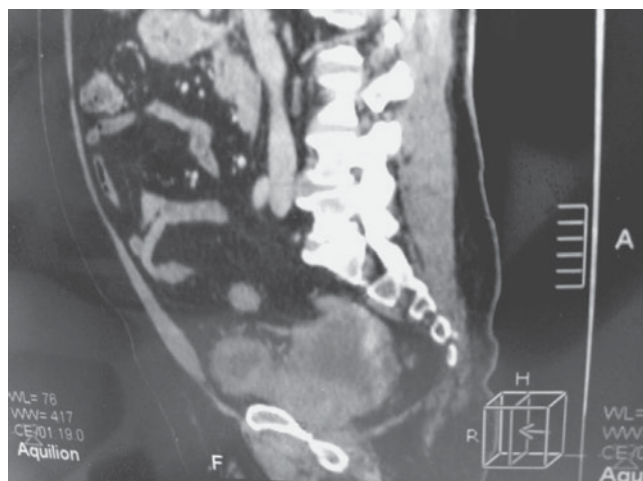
Хворий Д. МРТ-картина новоутворення малого таза
